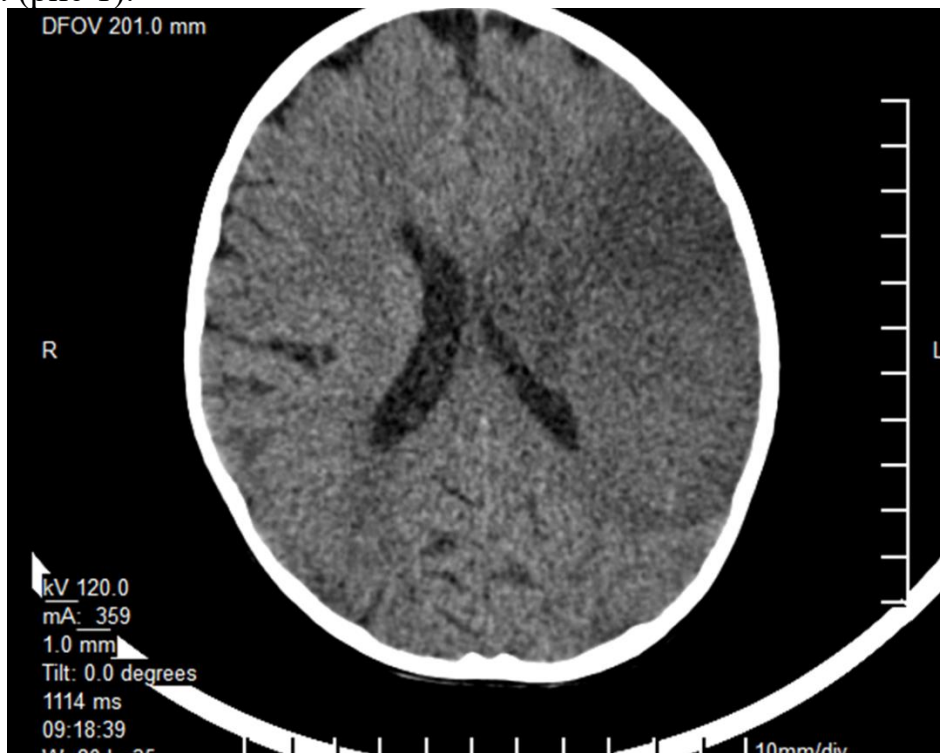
КТ головного мозга от 04.08.2020
